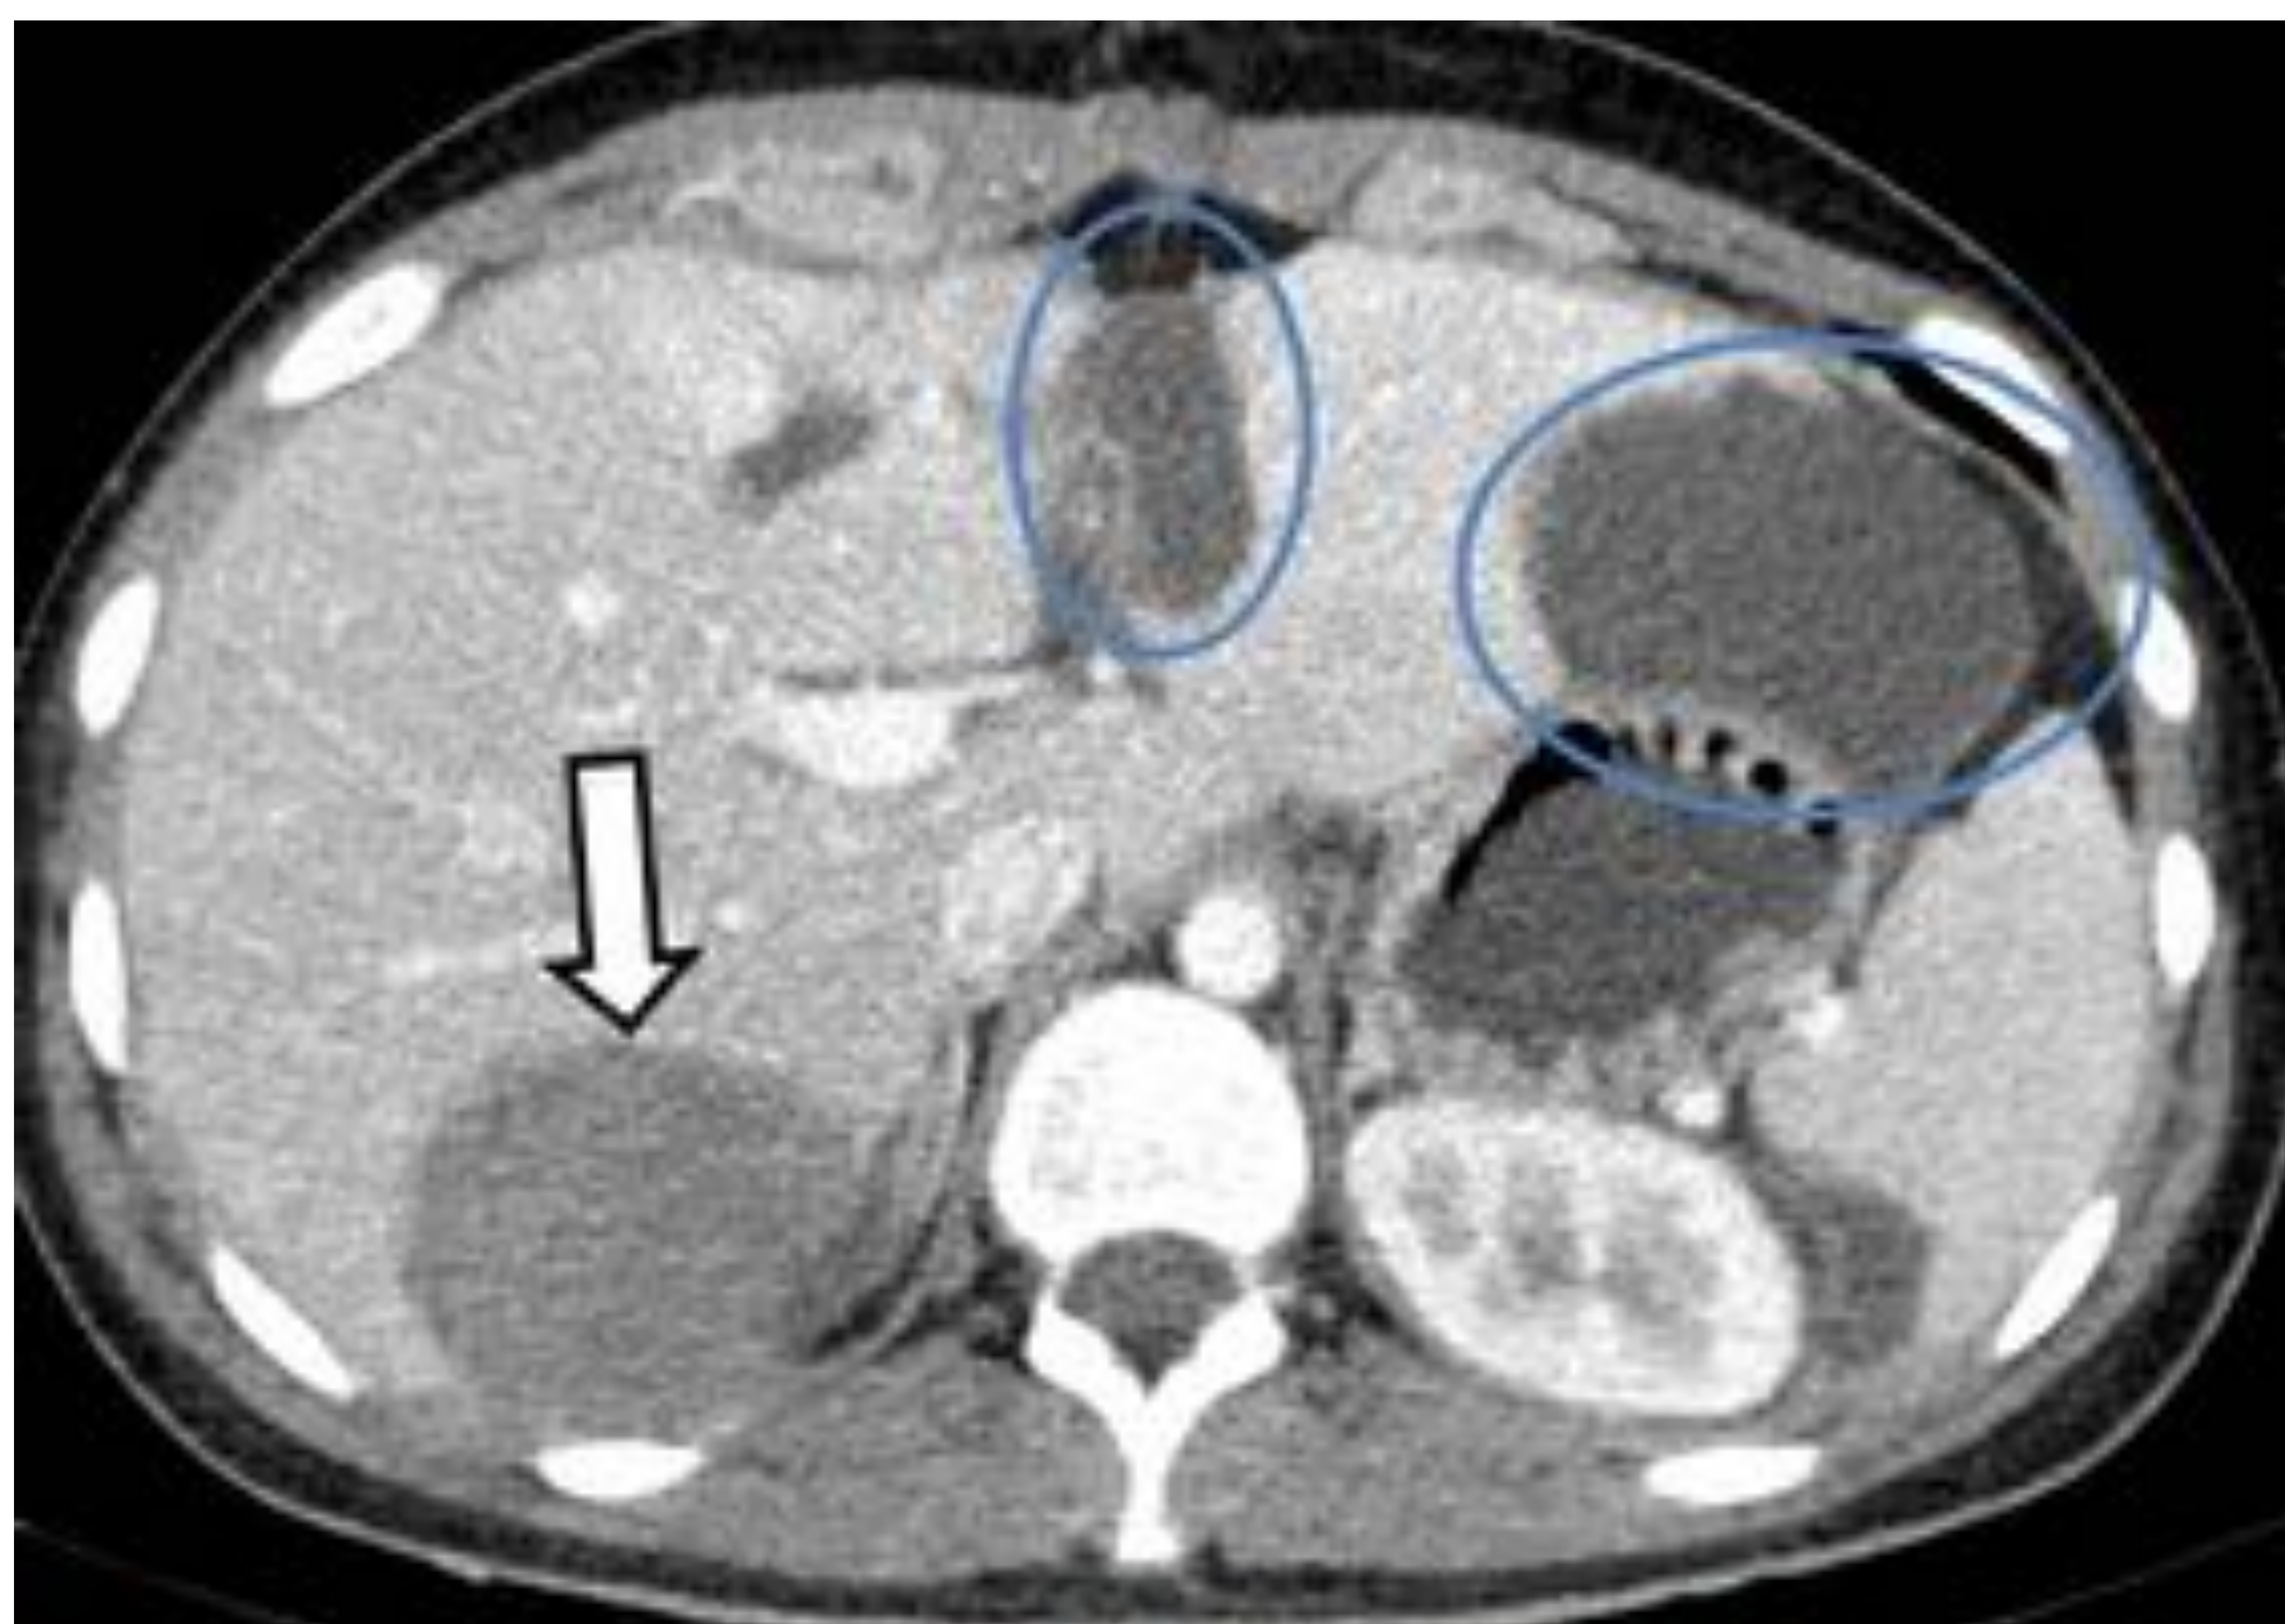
Corte axial de TC abdomino-pélvico en fase portal, donde se observan colecciones líquidas compatibles con bilomas (círculos azules). También se identifica un hematoma intraparenquimatoso en el segmento VI/VIII hepático (flecha negra).
